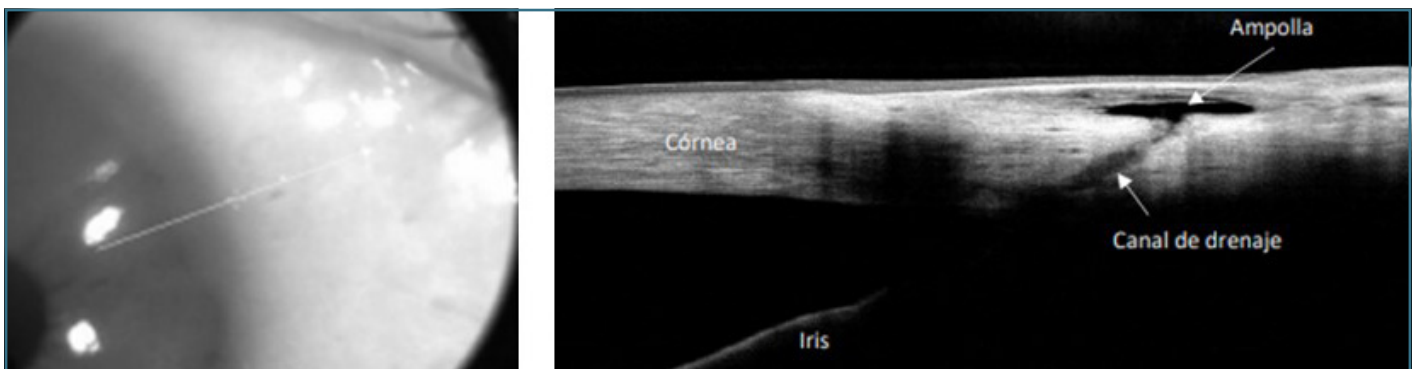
Imagen de tomografía óptica del segmento anterior que muestra un corte a nivel del canal de drenaje escleral y la ampolla filtrante subconjuntival obtenido con microesclerostomía mínimamente invasiva. Como se puede observar, la ampolla resultante es relativamente pequeña y plana.
